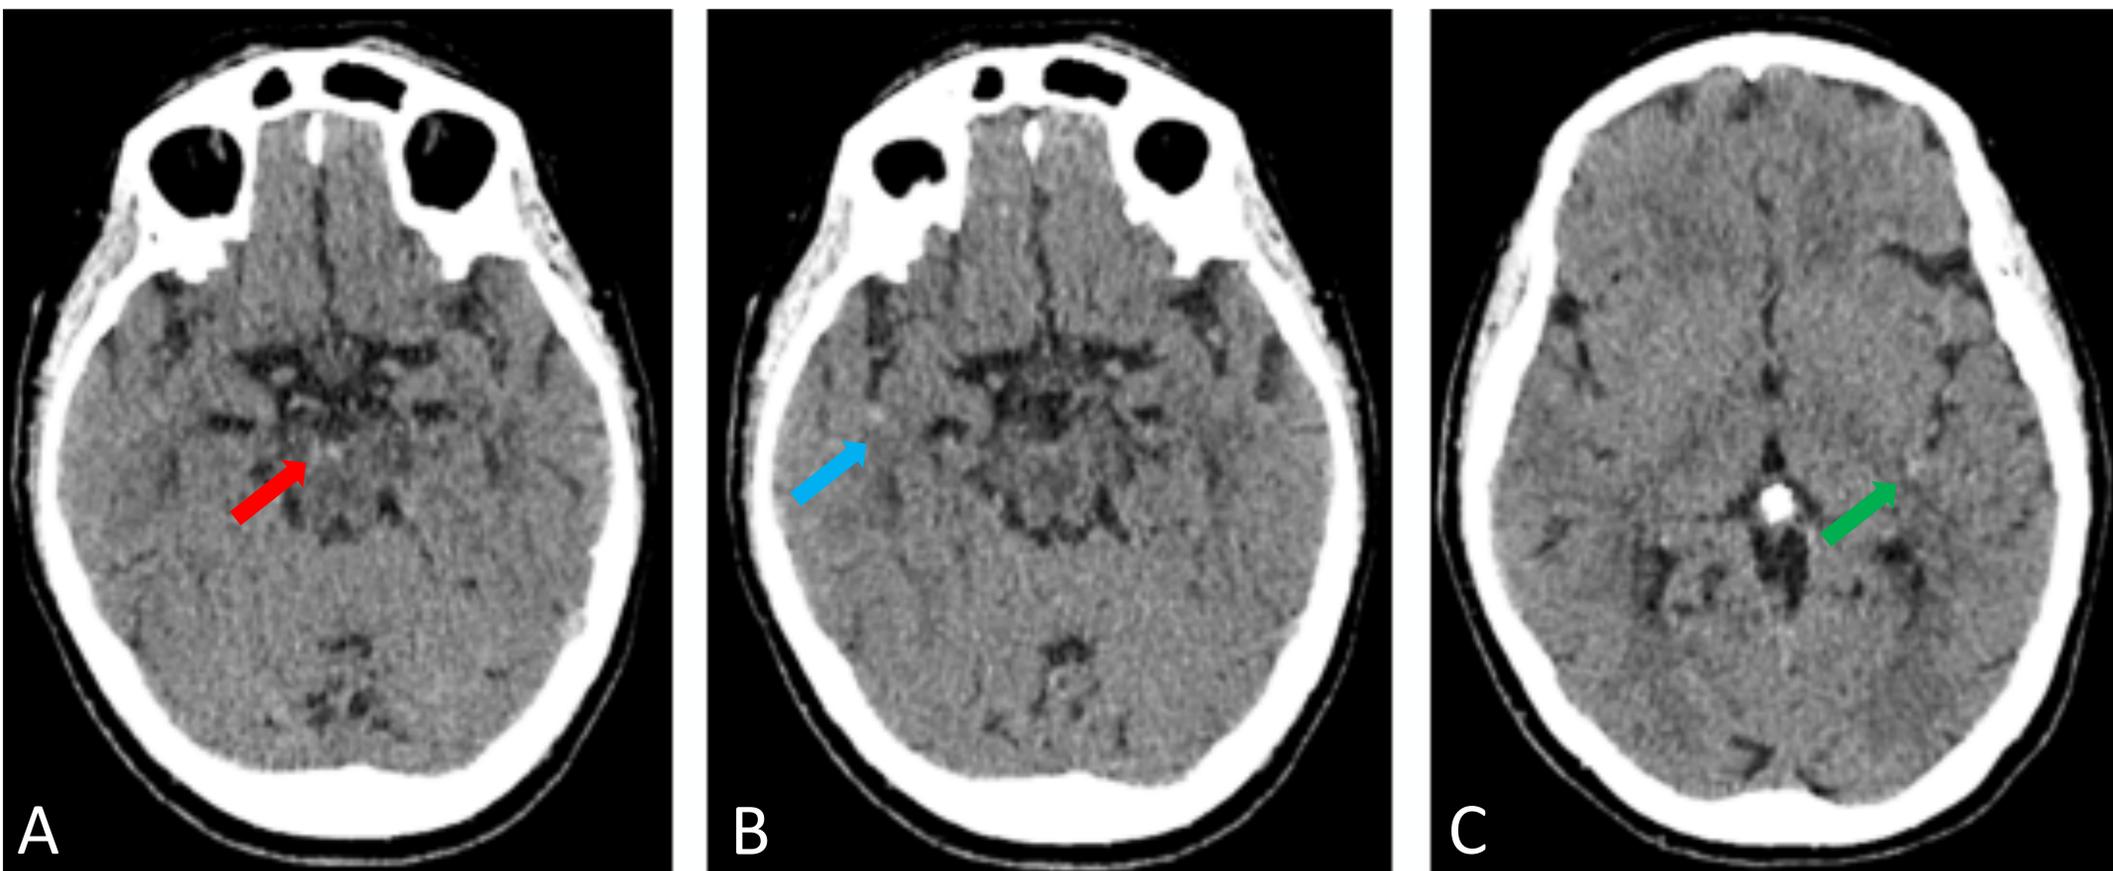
TC craneal sin administración de CIV.
